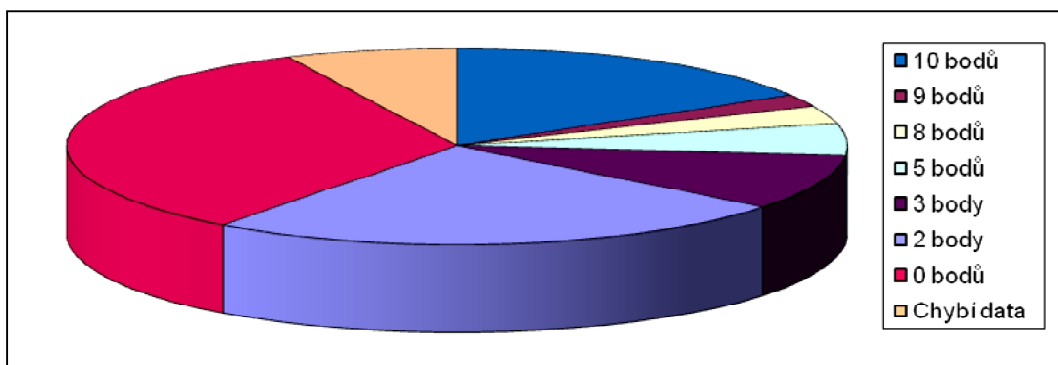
Výsledky vyšetření MRI CNS
